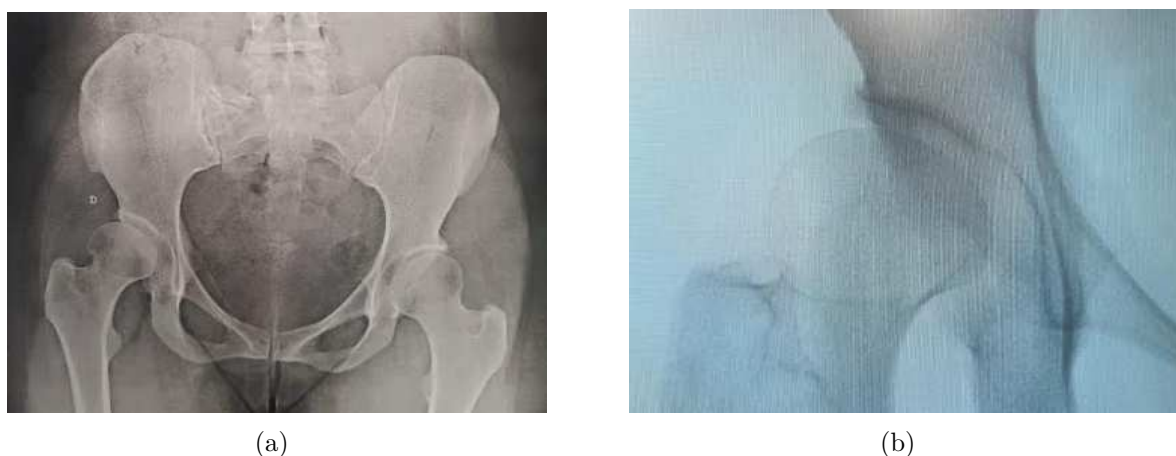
Paciente 2: Radiografias da pelve mostrando subluxação do quadril direito e sinais de displasia coxofemoral.
